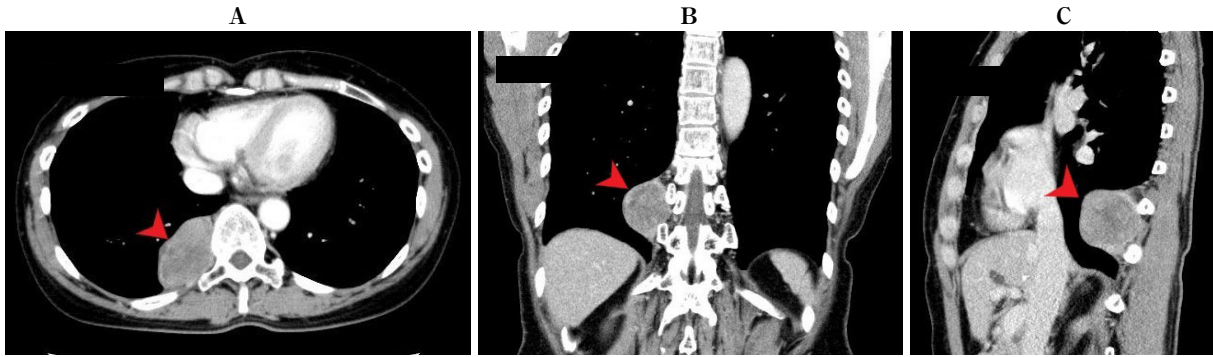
A contrast-enhanced chest CT scan shows a solitary large, well-defined heterogeneous mass (arrowheads) on the right pleura and the thoracic vertebrae (A: transaxial image, B: coronal image, C: sagittal image). There are no signs of bony destruction of the adjacent thoracic vertebrae or right ribs.
